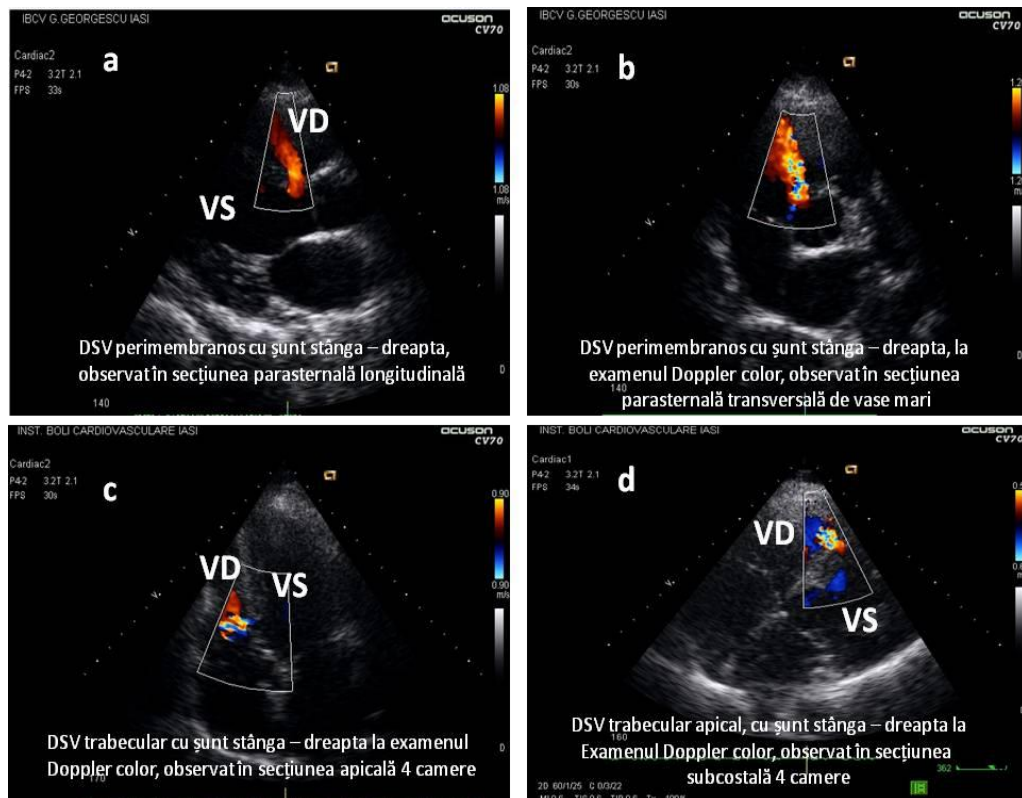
Ecocardiograma în defectul septal ventricular perimembranos (a, b) și în cel trabecular (c, d).
